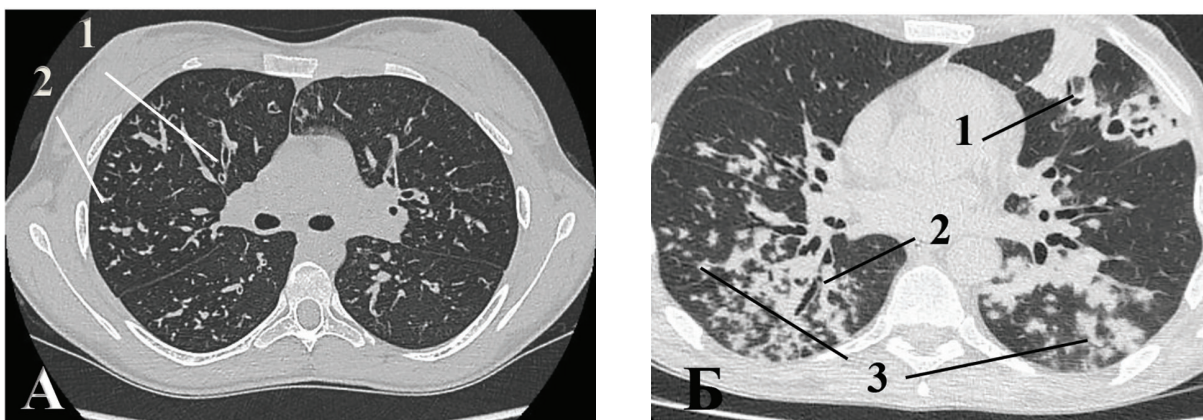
КТ-картина хронического инфекционного бронхиолита
